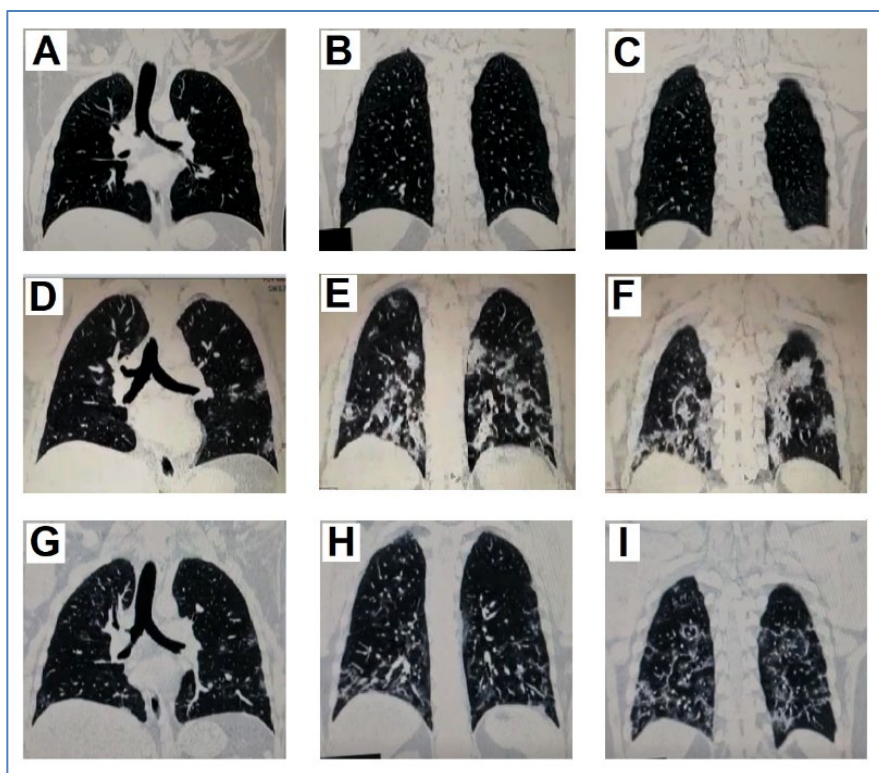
Tomografías de Tórax de paciente con Covid-19-Cortes Coroneles. Las imágenes A, B y C corresponden a cortes coroneles a nivel medio, medio-posterior y posterior de pulmones, respectivamente, de la 1ra tomografía realizada el día 2 de la enfermedad clínica. D, E y F corresponden a los mismos niveles anteriores de la 2da tomografía realizada el día 10. G, H y I corresponden a los mismos niveles anteriores de la 3ra tomografía realizada el día 22. Las descripciones de los hallazgos son correspondientes con los de la Figura 2.
